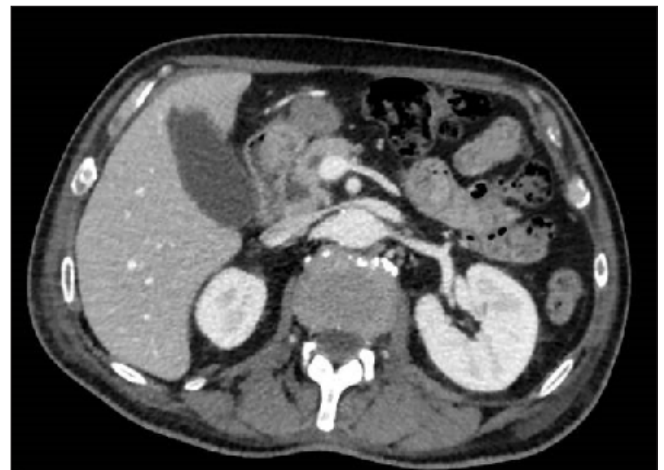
TC abdominal con imagen de pólipo en duodeno.
